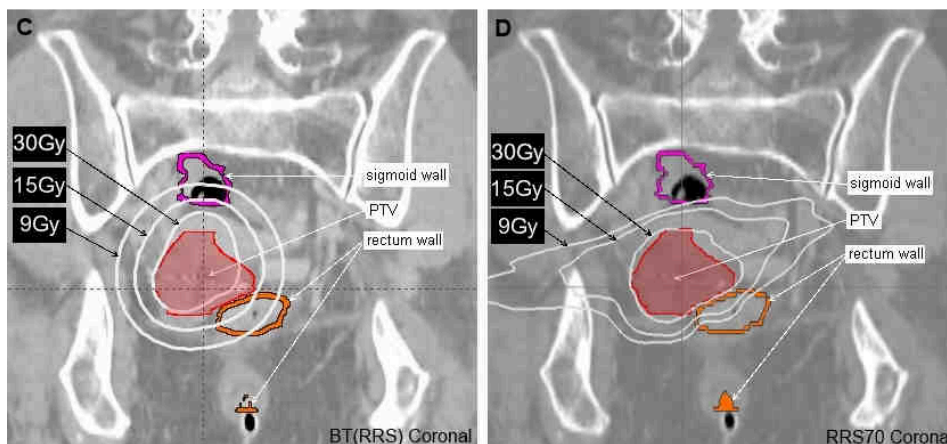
Vergleich der Dosisverteilung für die Boostbestrahlung mit den untersuchten Techniken: RRS70 und BT_{RRS} coronal. Isodosenlinien zeigen von innen nach außen 30 Gy (verschriebene Dosis), 15 Gy und 9 Gy.
